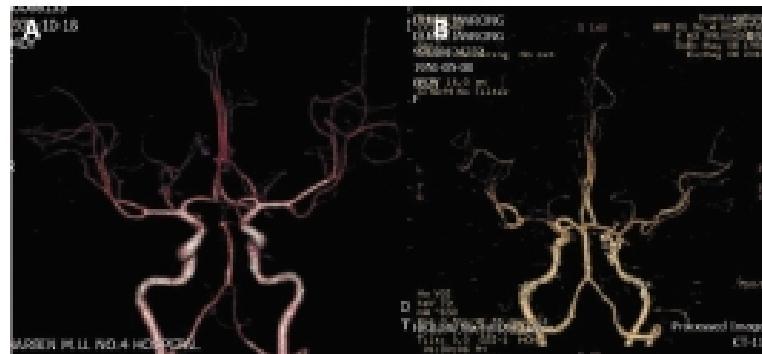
头 CTA 图像:预防不良反应,图像质量较高(A);在不良反应发生的情况下,图像质量差(B)
